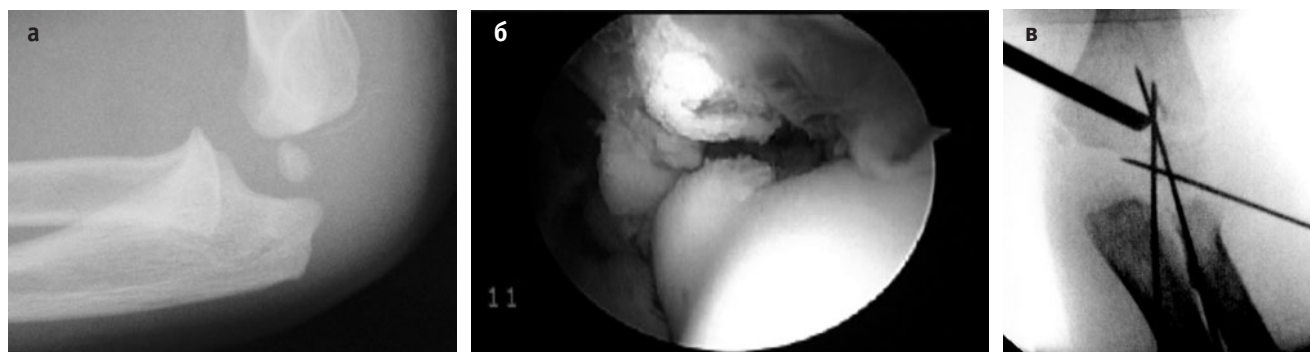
Пример случая. (а) Предоперационная рентгенограмма в боковой проекции, имеется небольшое смещение перелома латерального мыщелка плеча. (б) При артроскопии выявлено распространение перелома на суставную поверхность мыщелка. (в) Интраоперационная рентгенограмма, показывающая положение спиц. Обратите внимание на поперечную спицу.
